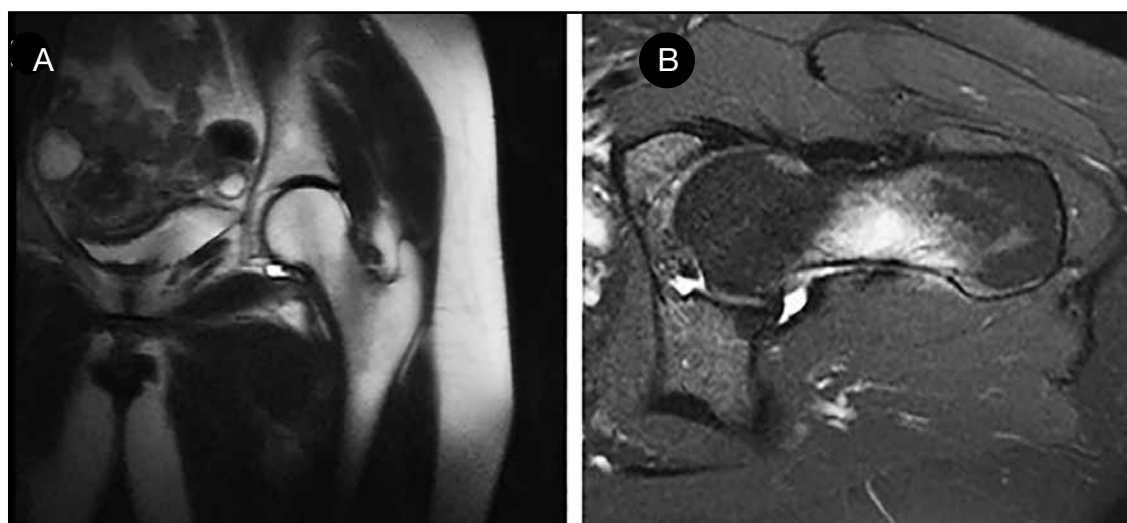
Paciente mujer 41 años, maratonista, índice de masa corporal: 21. Presentó dolor en región inguinal exacerbado con la deambulación. A. RMN en secuencia T1 se observa imagen hipointensa en cuello femoral. B. RMN en secuencia T2 con supresión grasa; se observa edema óseo en corte que pasa por el eje del cuello femoral.
